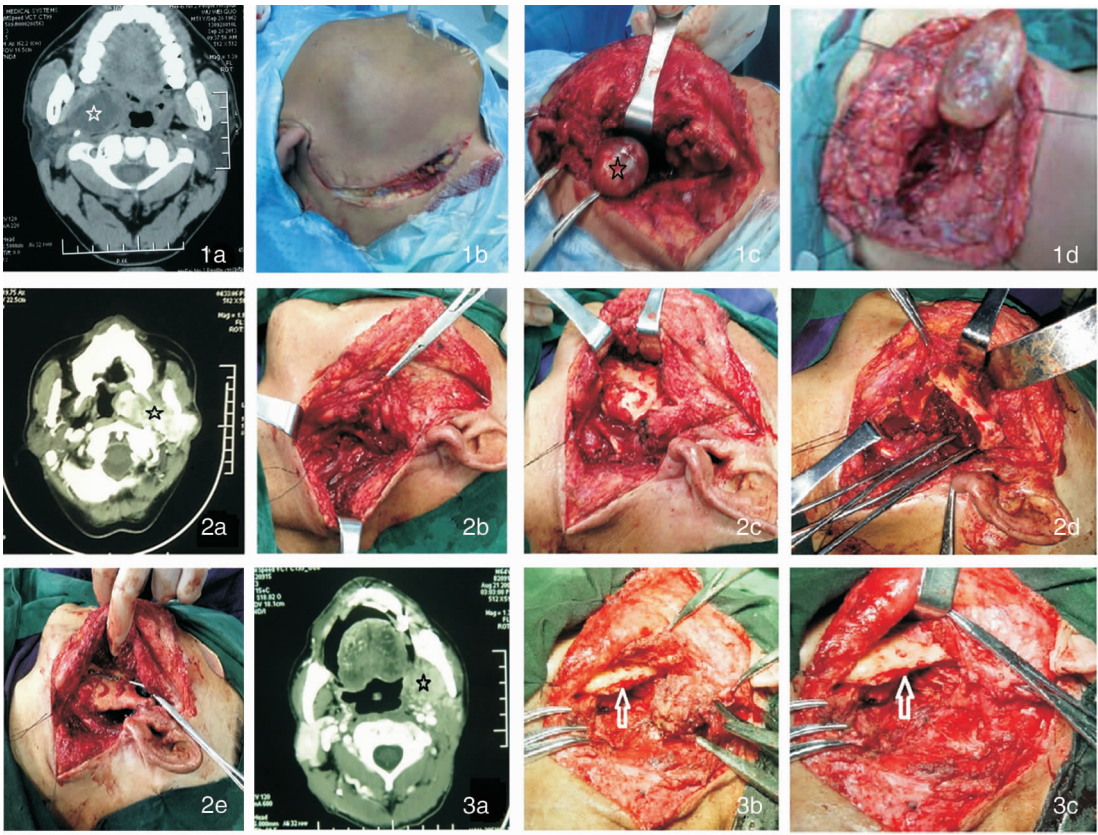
单纯颈腮入路咽旁颅底肿瘤切除 1a:术前 CT 图片,白色五角星示肿瘤位置;1b:单纯颈腮入路手术切口;1c:解剖面神经并切除腮腺后暴露瘤体,黑色五角星示瘤体;1d:完整切除瘤体
